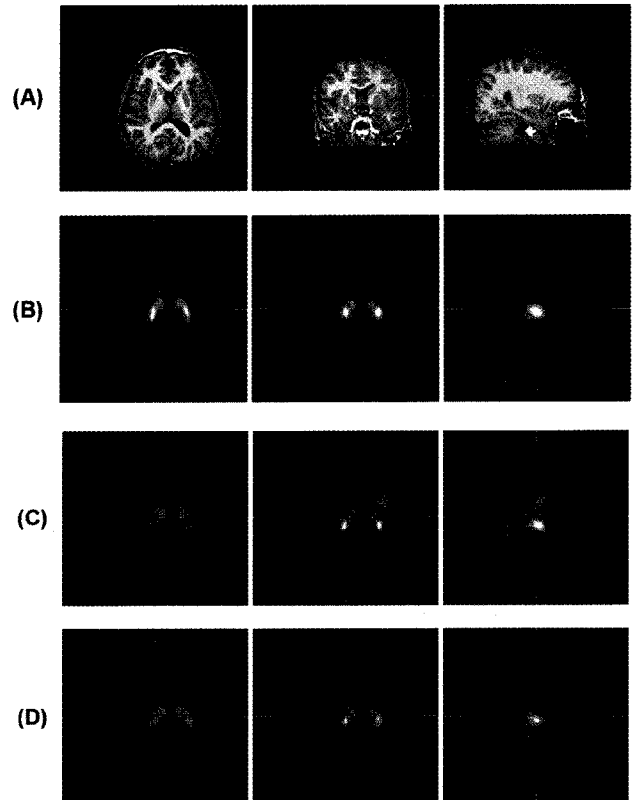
Boundary of striatal region extracted from the pre-VG (video game) PET superimposed on (A) MRI, (B) pre-VG PET, (C) VG PET before head motion correction, (D) VG PET after head motion correction.
